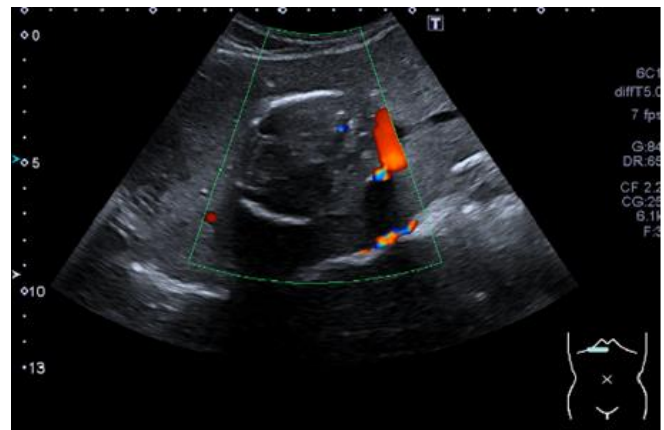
Misma LOE que en imagen anterior con efecto doppler
